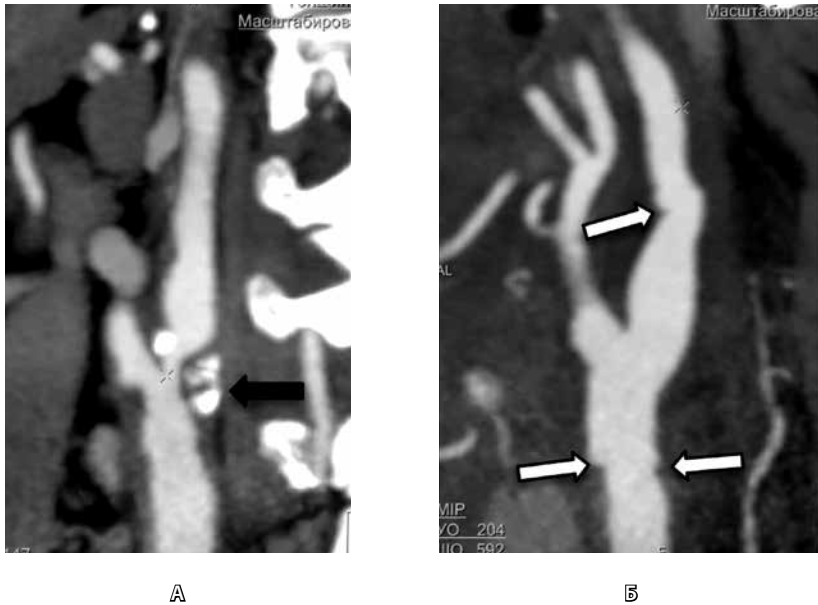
Нормальные послеоперационные изменения после открытой каротидной эндартерэктомии. А – предоперационная МСКТ, артериальная фаза болюсного контрастирования, криволинейная реконструкция: выраженное сужение на уровне луковичи внутренней сонной артерии (черная стрелка); Б – послеоперационная МСКТ, криволинейная реконструкция: общая сонная, внутренняя сонная и наружная сонная артерии контрастируются гомогенно, контуры артерий деформированы (белые стрелки)
